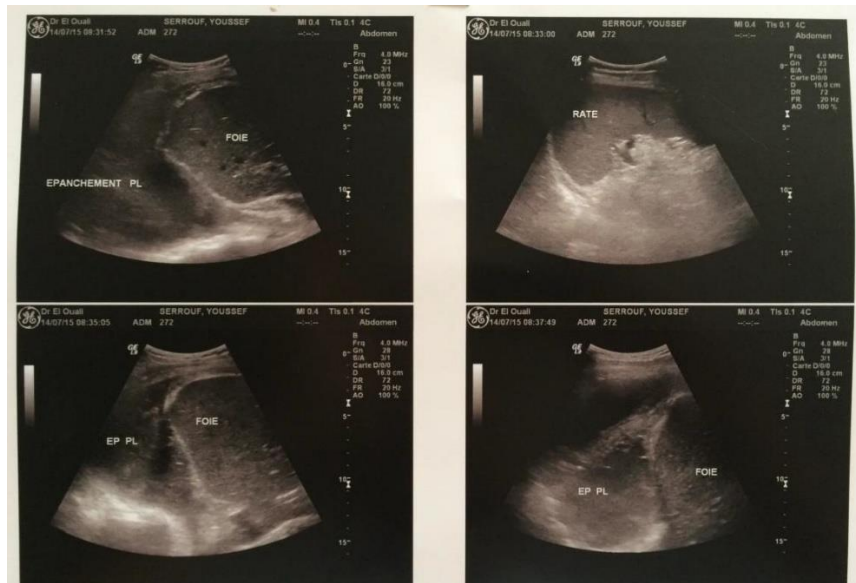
Echographie thoracique de repérage réalisée chez un patient de 40 ans présentant à la radiographie pulmonaire de face une pleurésie droite de faible abondance
